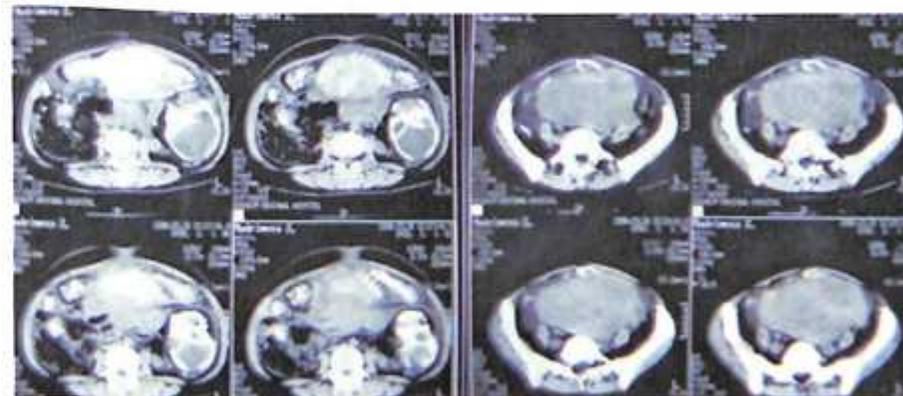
Та же больная. Компьютерная томография брюшной полости. а, б, в, г – плод, расположенный в свободной брюшной полости. д, е, ж, з – плацента, расположенная в нижних этажах свободной брюшной полости. Томограмма б, 1 – контуры скелета плода в свободной брюшной полости. Томограмма ж, 2 – тень плаценты в свободной брюшной полости (собственный материал).
